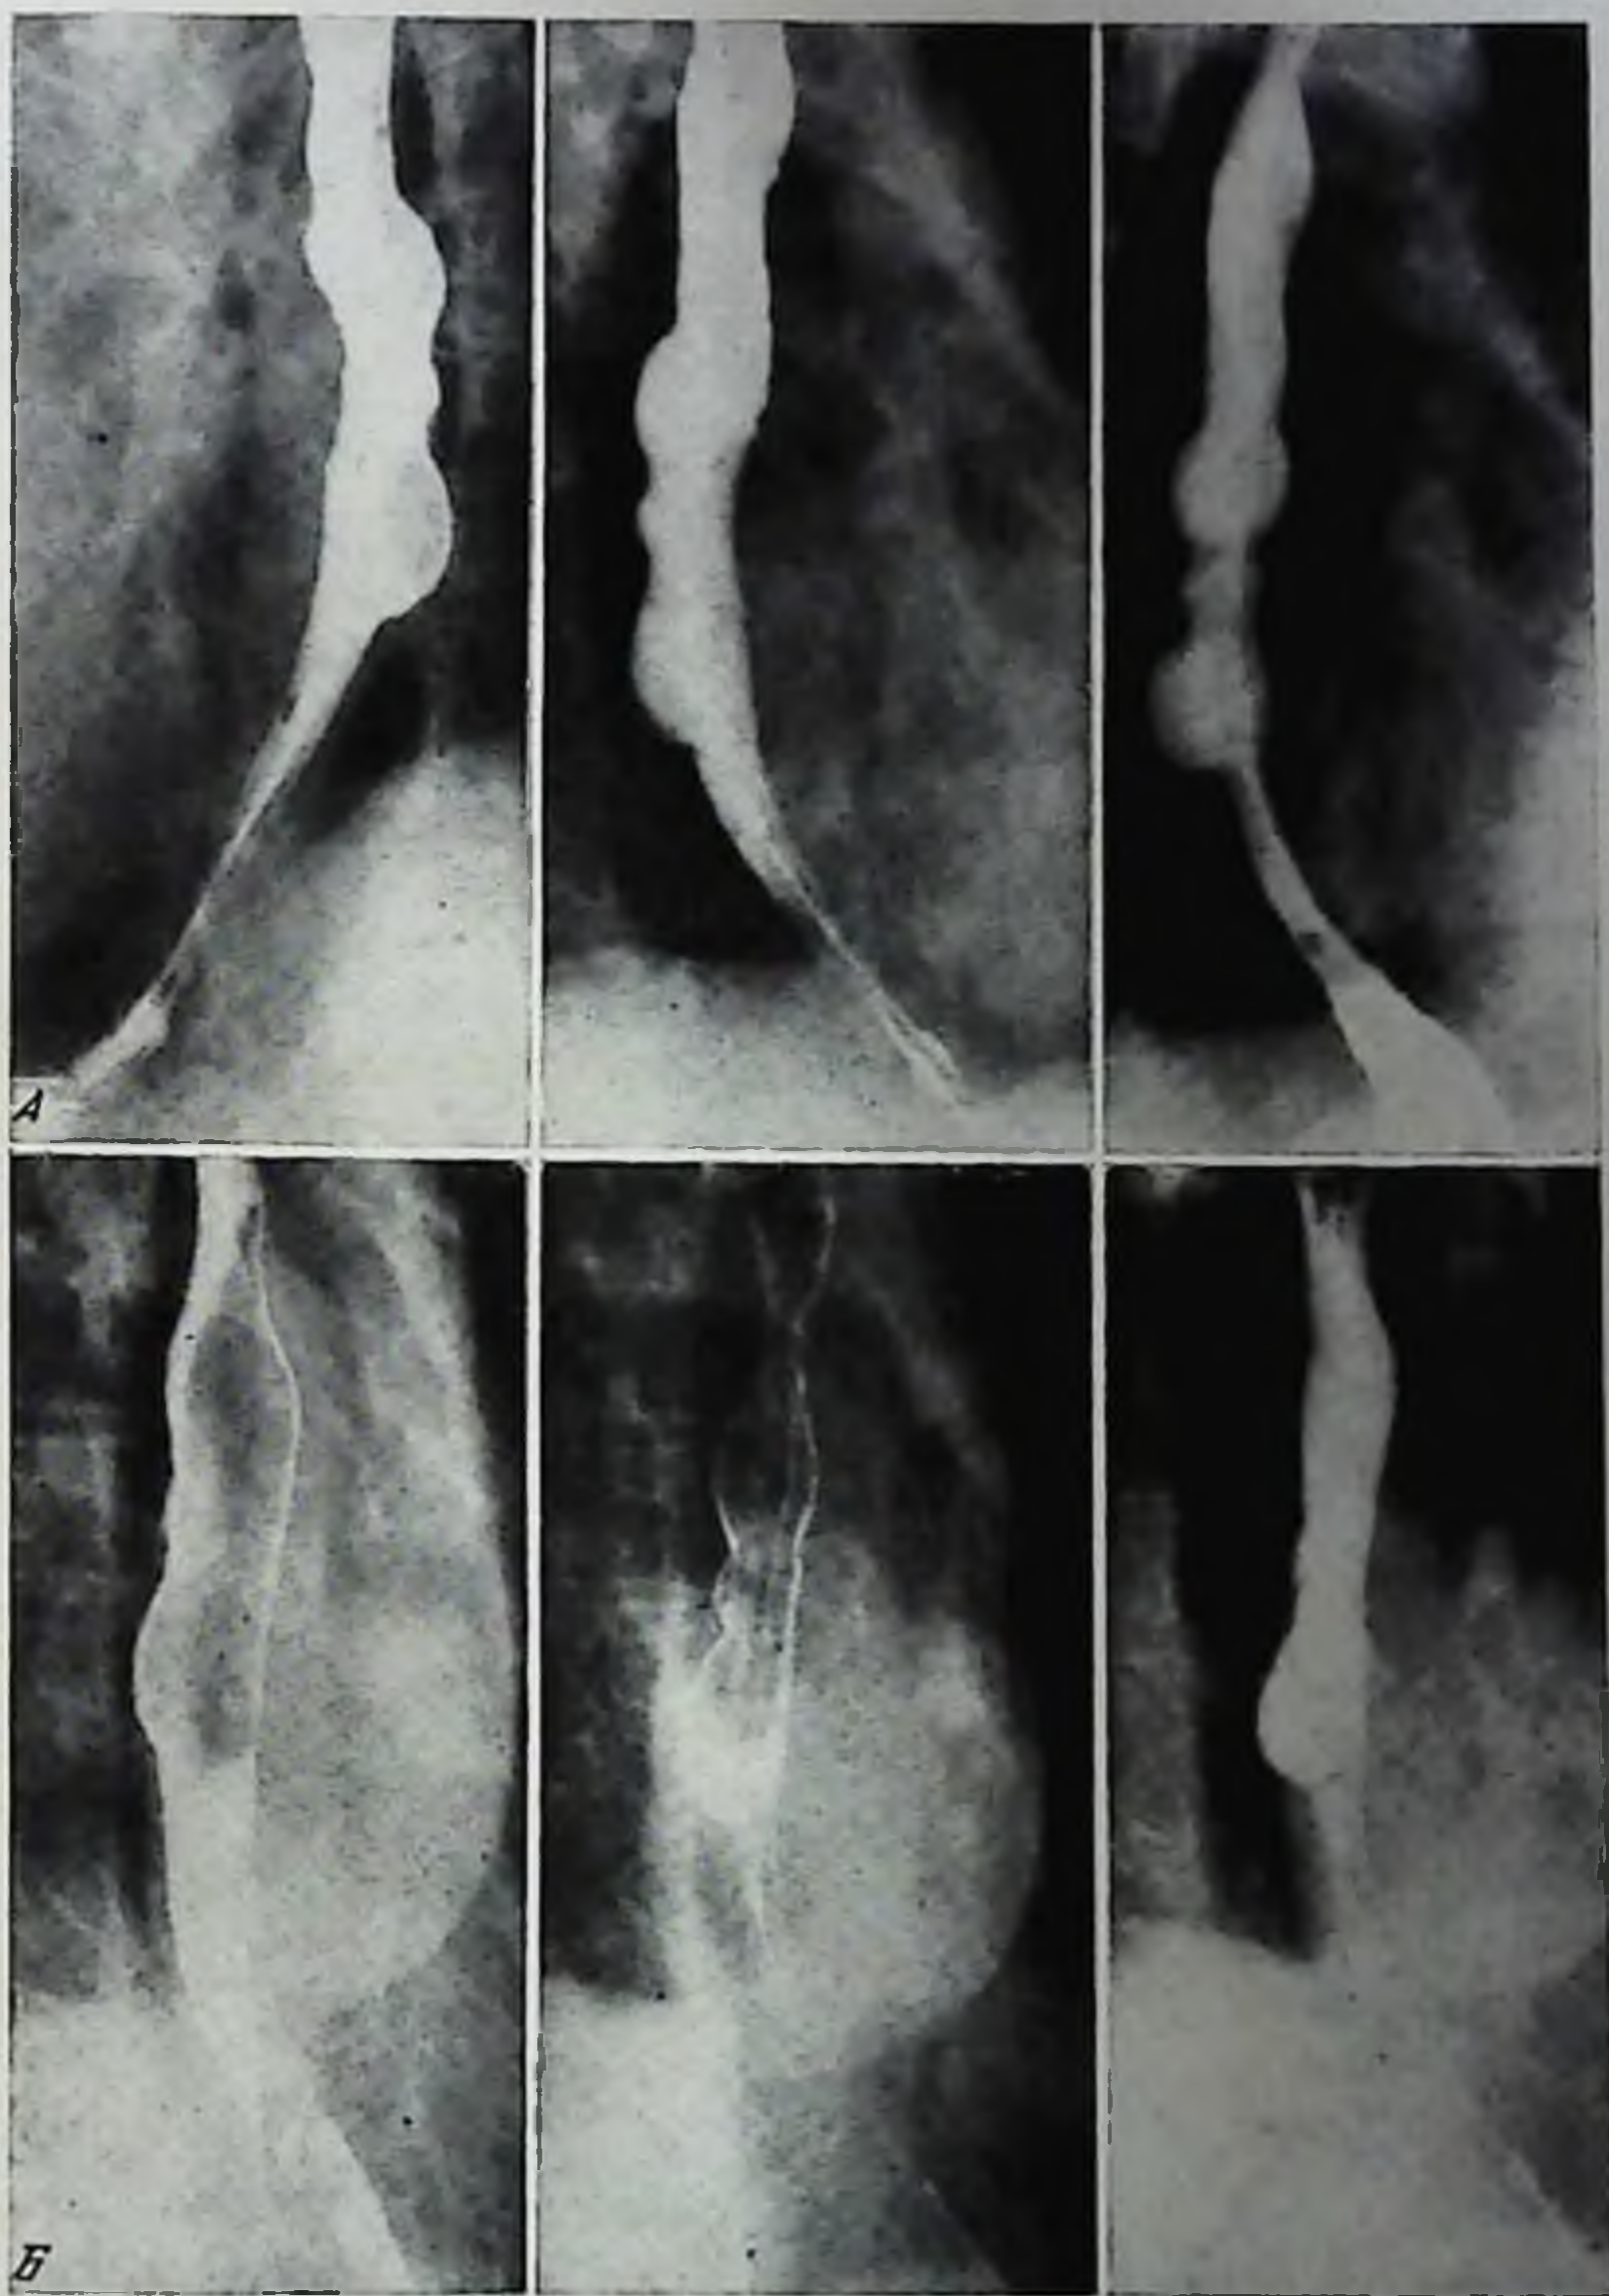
Рентгенограммы больной Г. Большой дивертикул нижнегрудного отдела пищевода
